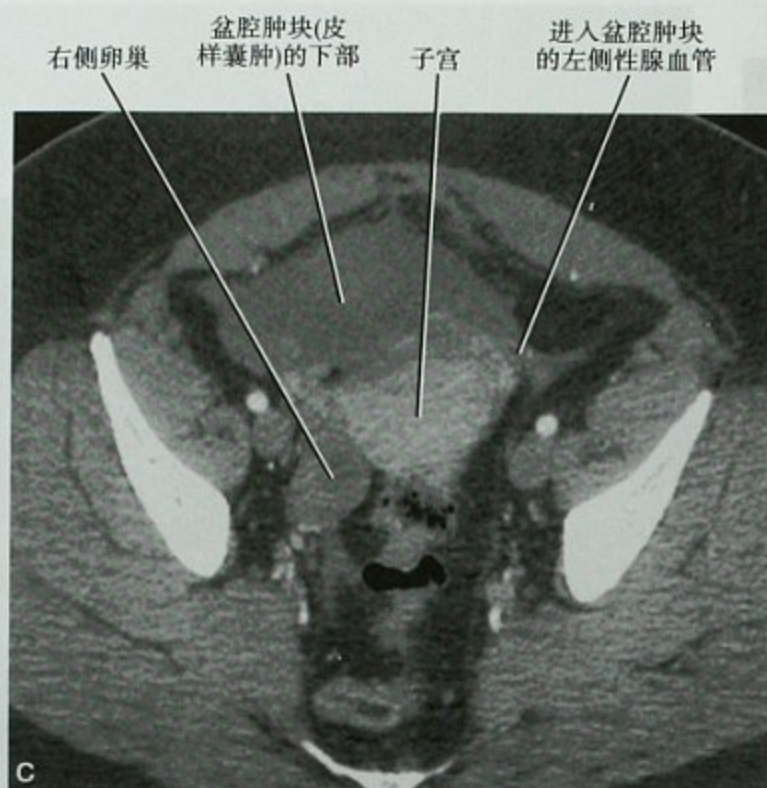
(续) C. 同一患者的横断位 CT 扫描显示正常右侧卵巢与盆腔肿块(皮样囊肿)分开,无法区分出与肿块分开的正常左侧卵巢
